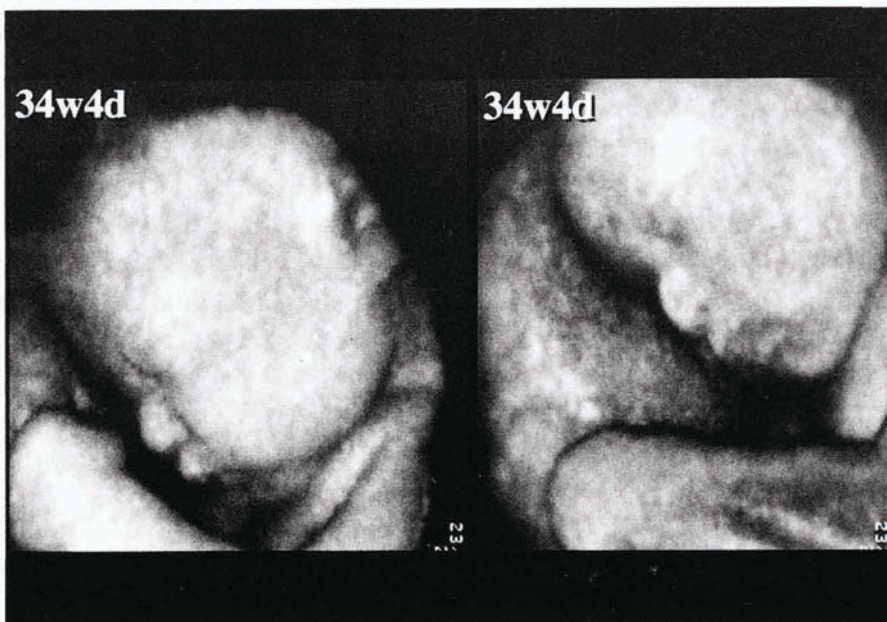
妊娠34週4日の胎児頭部の三次元超音波像。
